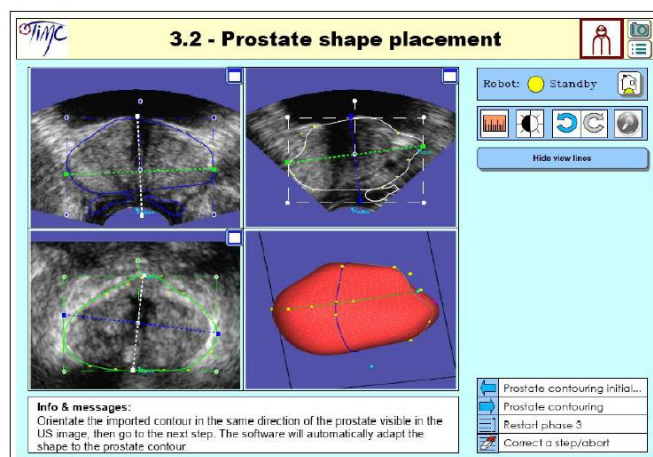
Segmentation échographique de la prostate
